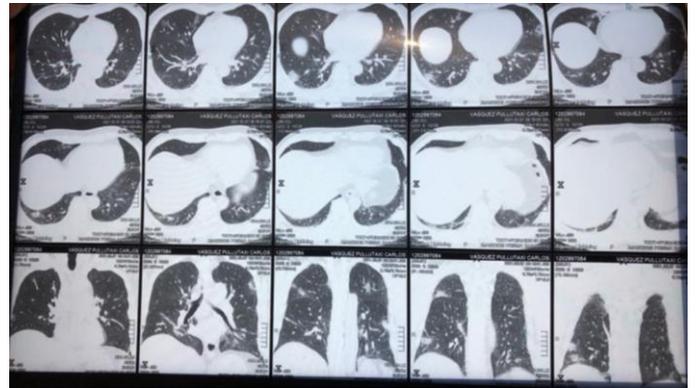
TAC simple de Tórax, se logra apreciar la presencia de secuelas consecuente a las bronquiectasias.
